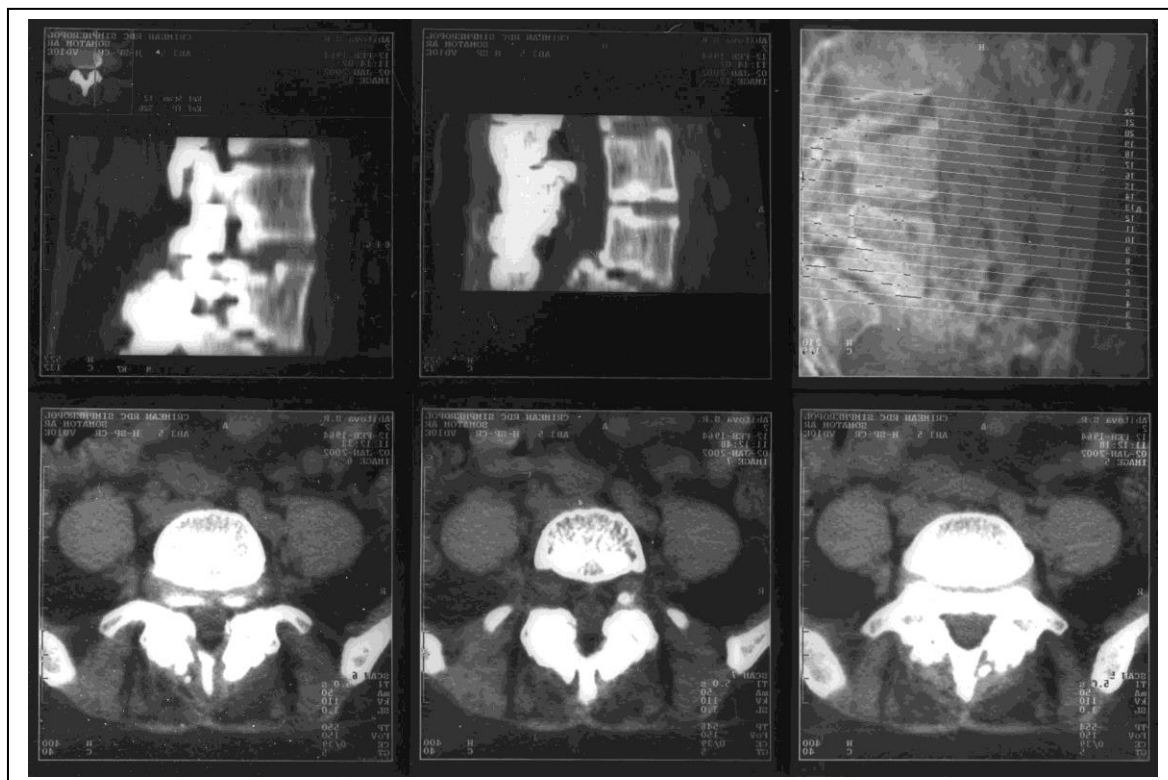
Компьютерные томограммы б-й А6-й (ист. № 59947) (объяснение в тексте).
